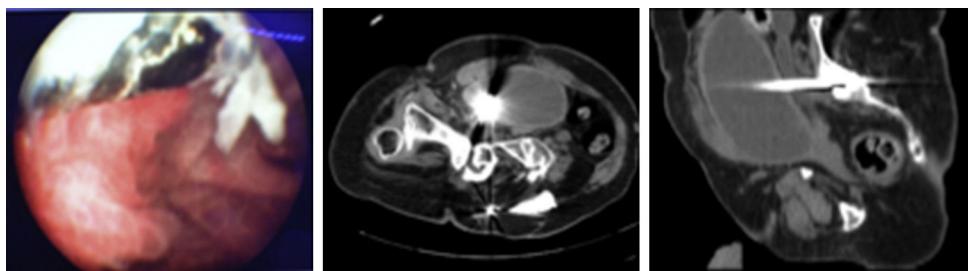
En imagen izquierda cistoscopia preoperatoria en la que se aprecia un cuerpo extraño metálico. Imagen del centro y parte derecha correlación radiológica mediante TC lumbar en el que se aprecia la perforación vesical.
